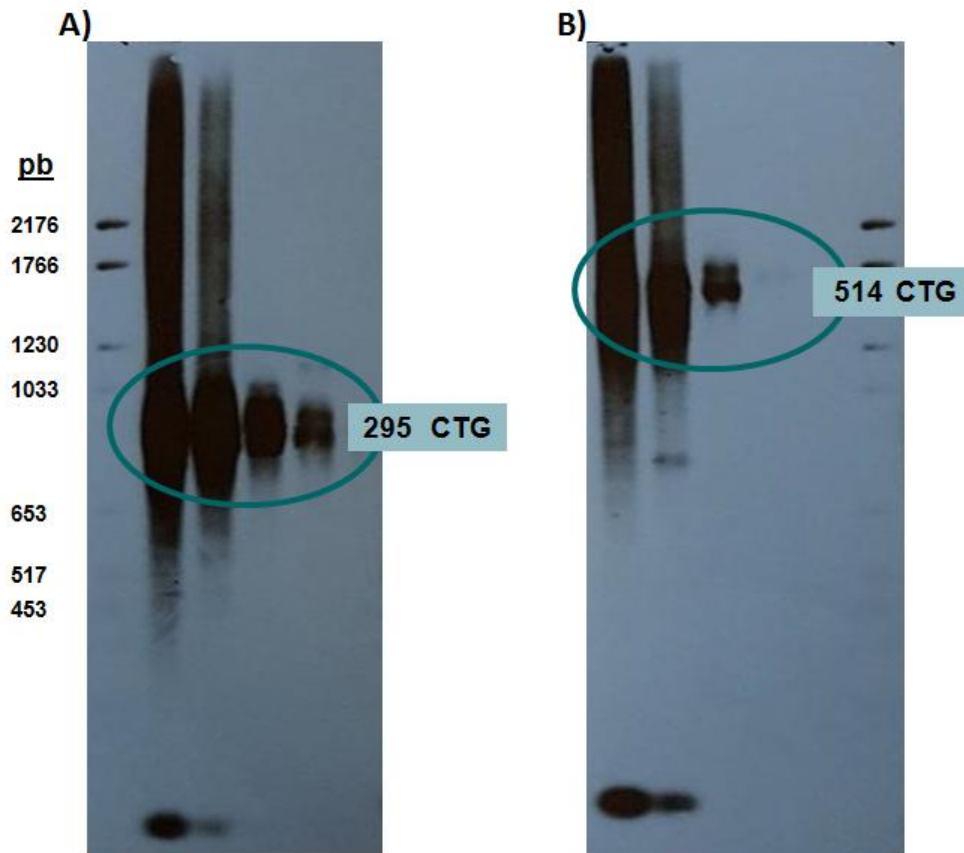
Placas de autoradiografía que muestran el resultado de la SP-PCR. Nótese las bandas correspondientes a las diluciones seriadas en A) individuo con expansión anormal de 295 repetidos CTG, la banda persiste durante las diferentes diluciones y por lo tanto es la que indica el tamaño del alelo progenitor: B) Individuo con 514 repetidos CTG.
